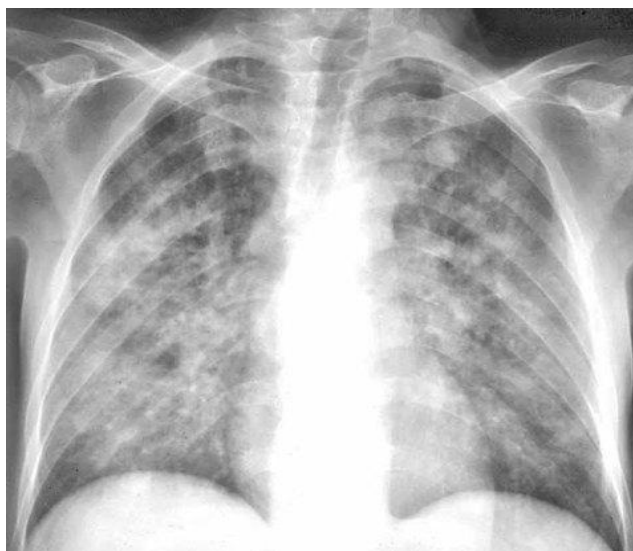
Рентгенография грудной клетки: Двухсторонняя пневмоцистная пневмония
